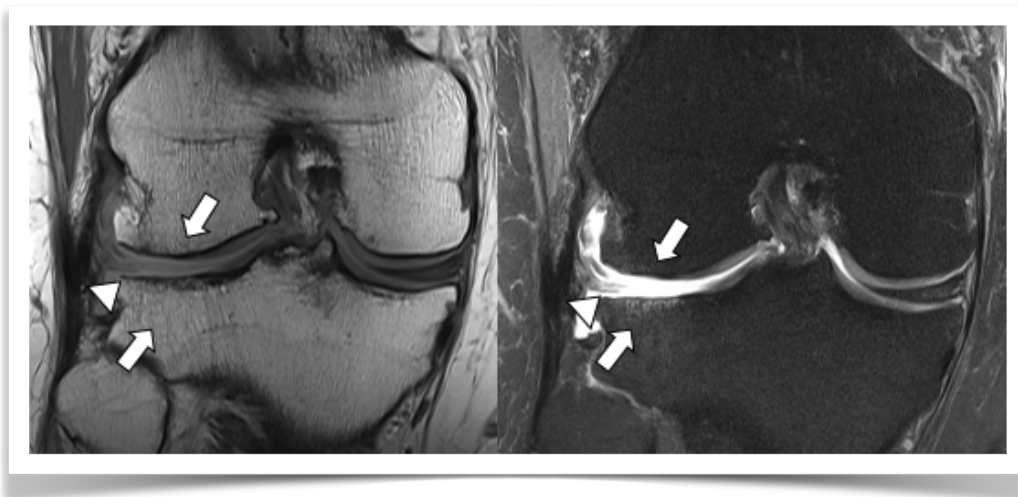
Artropatía degenerativa con rotura meniscal en RM. Secuencias coronales T1 y DP con supresión grasa. Denudación ósea femorotibial lateral, osteofitos, edema subcondral (flecha) deformidad y pérdida de volumen meniscal lateral consistente con desgarro complejo (cabezas de flecha).
